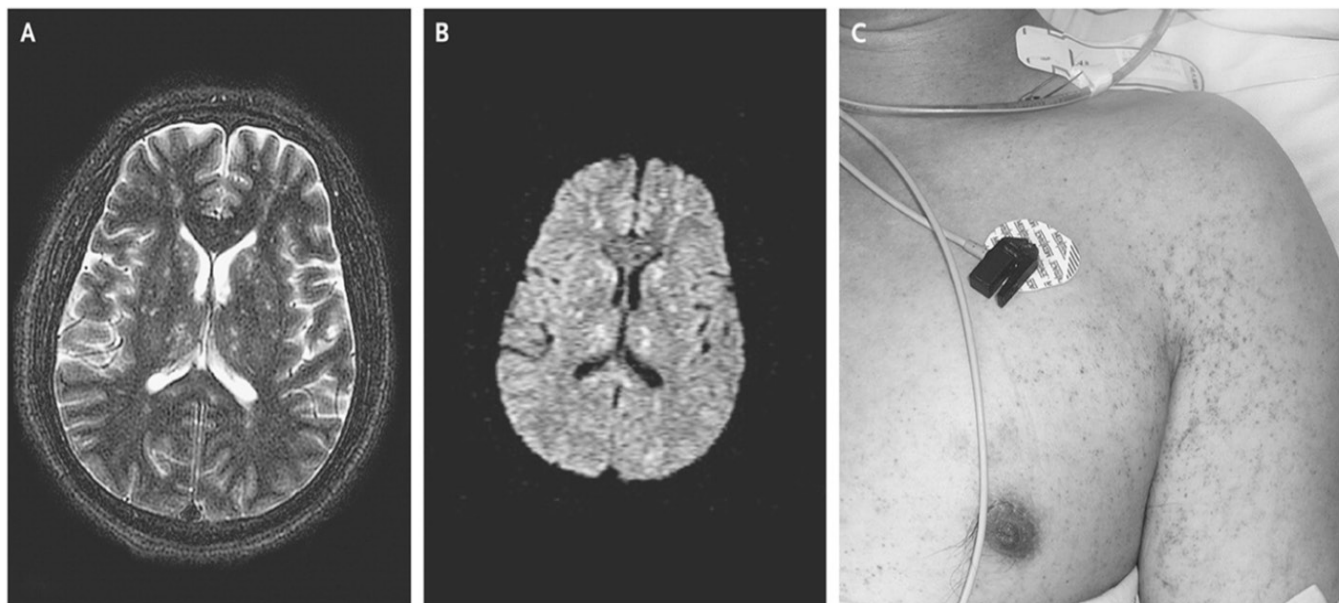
Больной А., 42 г. А, В — МРТ головного мозга: С — петехиальные высыпания.
